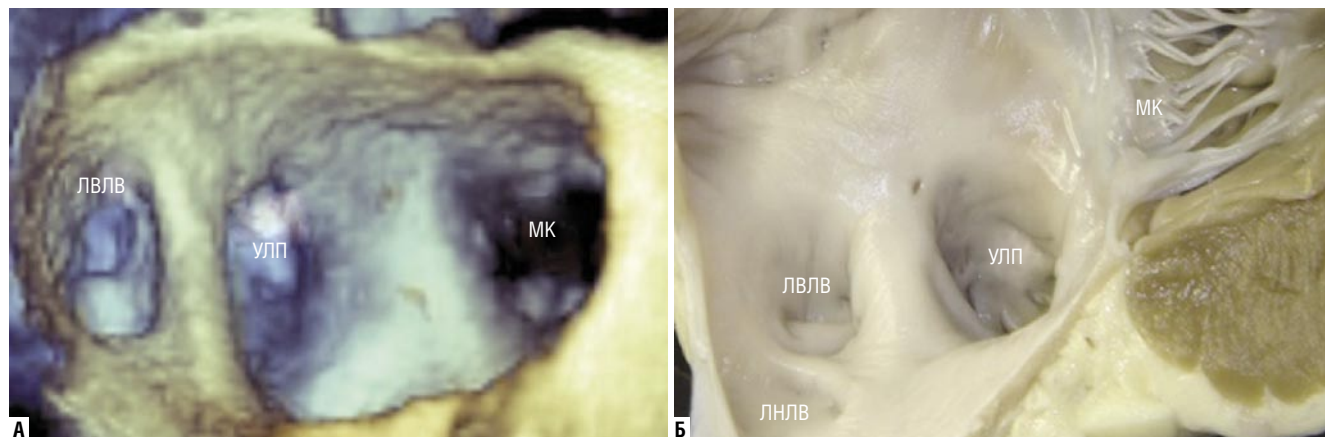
А – чреспищеводная 3D эхокардиография левого предсердия. Б – соответствующий анатомический препарат. Из Faletra FF et al. JACC Cardiovasc Imaging. 2012 Apr; 5(4): 456-62.
